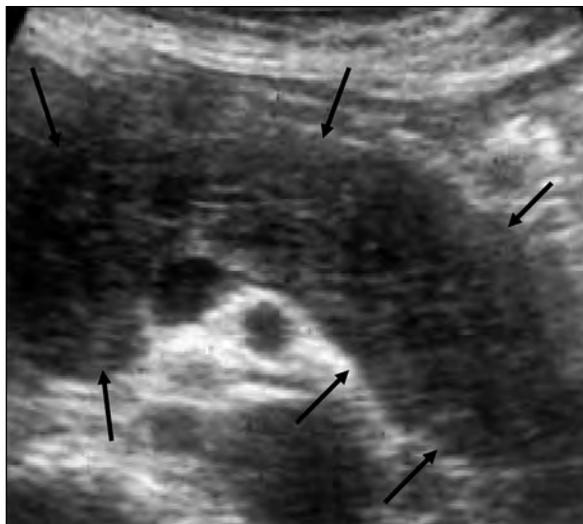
УЗИ. Диффузное увеличение поджелудочной железы
